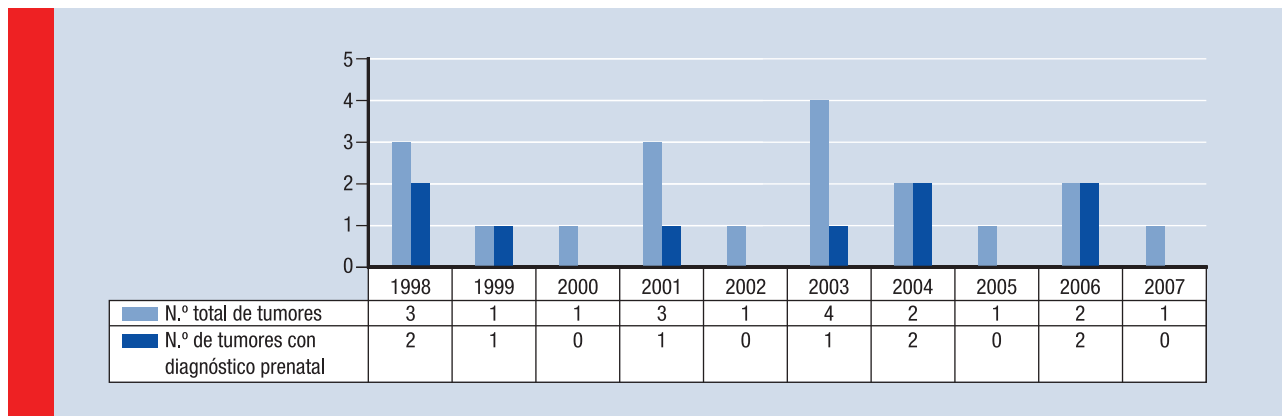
Número de tumores diagnosticados mediante ecografía prenatal por año respecto al total de tumores diagnosticados en ese mismo año
